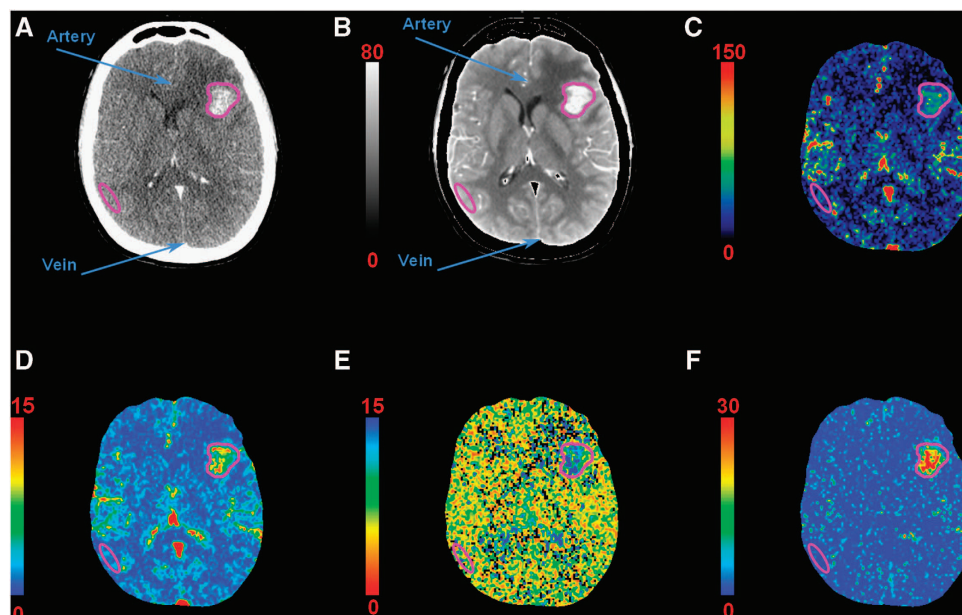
Computed tomography (CT)-perfusion maps of a patient with a single metastasis in the left hemisphere: (A) contrast-enhanced CT, (B) temporal averaged iodine concentration image (ΔHU), (C) cerebral blood flow (CBF) map (mL/min per 100 g), (D) cerebral blood volume (CBV) map (mL/100 g), (E) mean transit time (MTT) map (seconds), (F) permeability surface (PS) area product map (mL/min per 100 g). Regions of interest (ROIs) are drawn in the artery, vein, metastasis, and gray matter (GM) for perfusion measurements. Each pixel of a given map is expressed in the corresponding perfusion parameter unit. HU, Hounsfield units.
